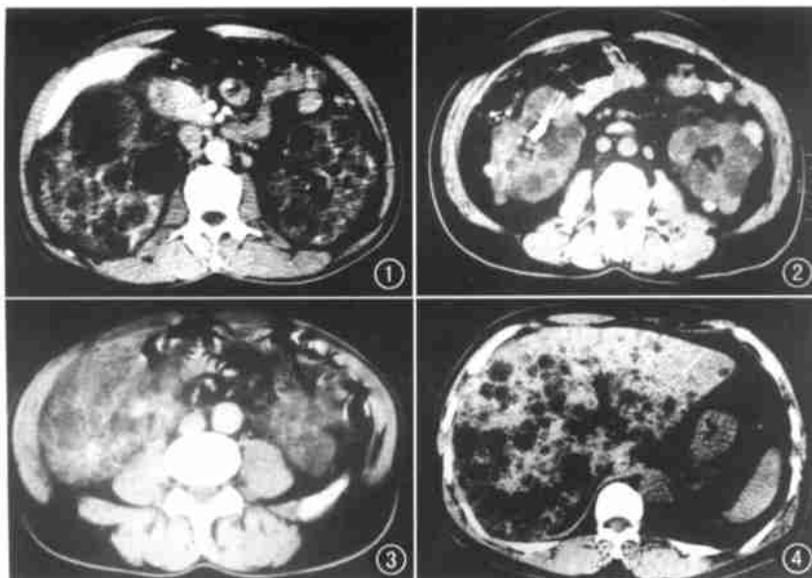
肾门平面增强 CT 示双肾被无数大小不等的囊肿所取代,右肾门前后分别有  $6\text{cm} \times 7.5\text{cm} \times 6\text{cm}$  的囊肿压迫排泄系统,致肾功能受损。
